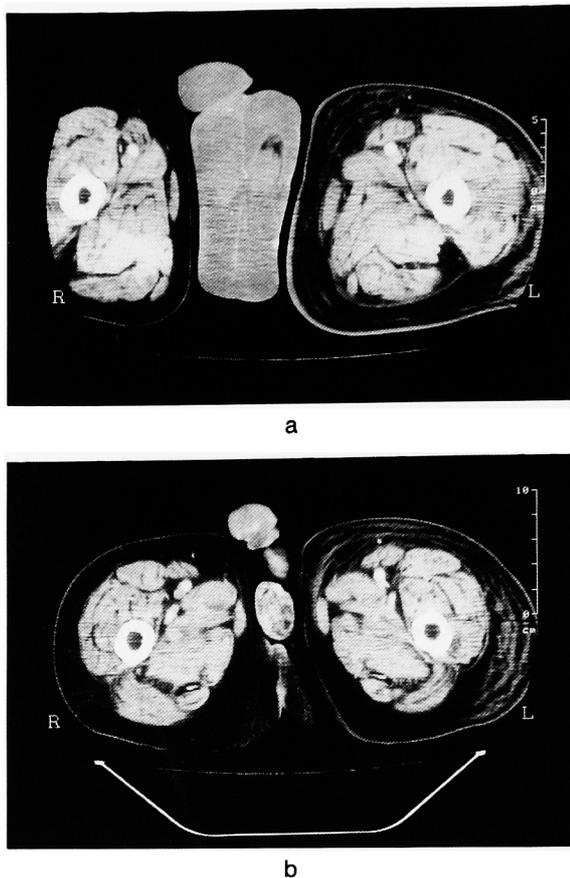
CT scan findings. a: At the scrotal and femoral levels at time of admission. There was marked left femoral and penoscrotal edema. b: At the scrotal and femoral levels at time of discharge. Left femoral edema was improved. Penoscrotal edema had disappeared.
